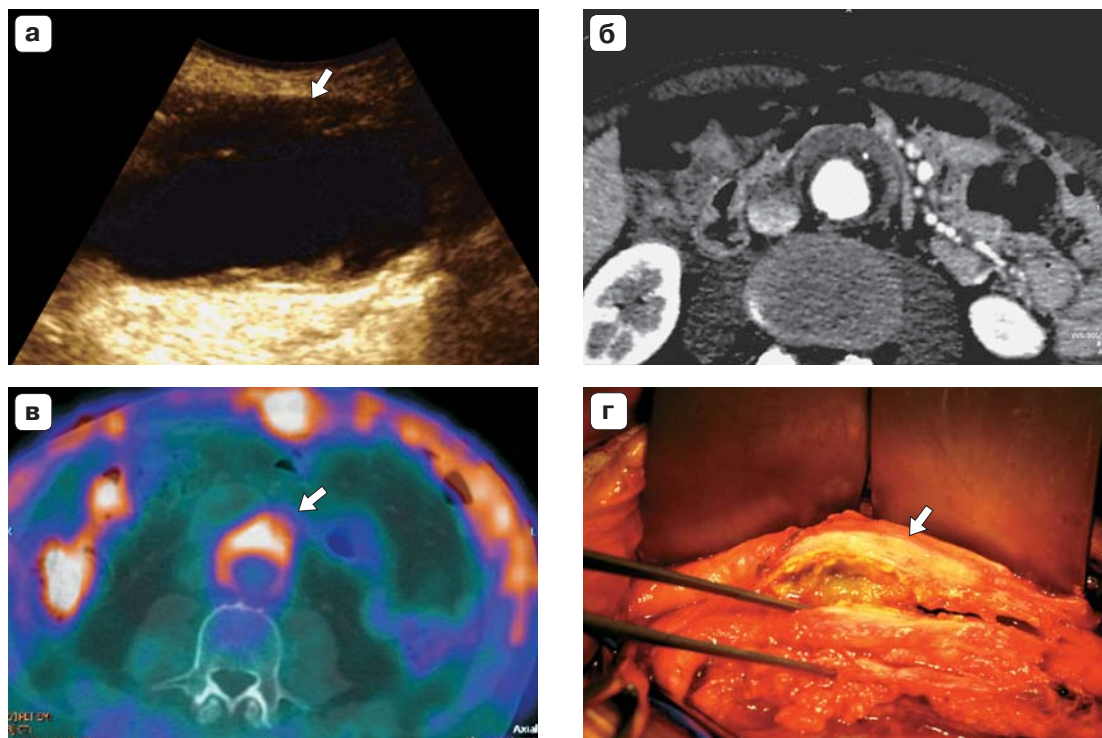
Воспалительная аневризма аорты. а – УЗ-изображение в В-режиме, продольное сканирование, резко утолщенная, гипоехогенная передняя стенка аорты (стрелка); б – МСКТ-изображение, аксиальный срез, симптом “трех колец” (просвет аорты, тонкий слой тромботических масс, резко утолщенная стенка); в – ПЭТ-КТ-изображение, накопление ^{18}F -ФДГ в стенке аневризмы (стрелка); г – интраоперационное фото, периаортальный фиброз, утолщенная до 10–12 мм стенка аорты (стрелка).
